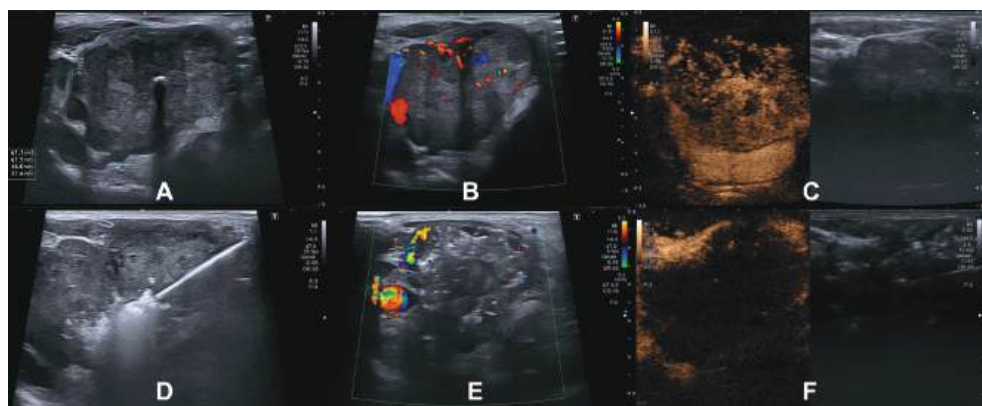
Primera ablación con radiofrecuencia. A. Ecografía en modo-B que muestra una calcificación central. B. Doppler color que pone de manifiesto una escasa vascularización. C. Ecografía con contraste en fase arterial con una captación moderada y de distribución heterogénea. D. Ablación con radiofrecuencia con la aguja y el vapor que produce este artefacto hiperecogénico. E. Doppler color, inmediatamente después de la ablación, sin señal en su interior. F. Ecografía con contraste que confirma una ablación completa.
